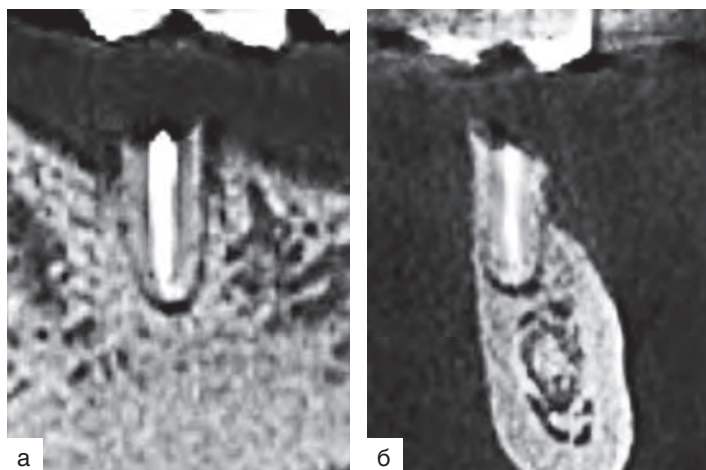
Конусно-лучевые компьютерные томограммы нижней челюсти слева: а — косо-сагиттальный срез (фрагмент); б — трансверзальный срез. У зуба 3.5 дефект коронки, хронический периодонтит
